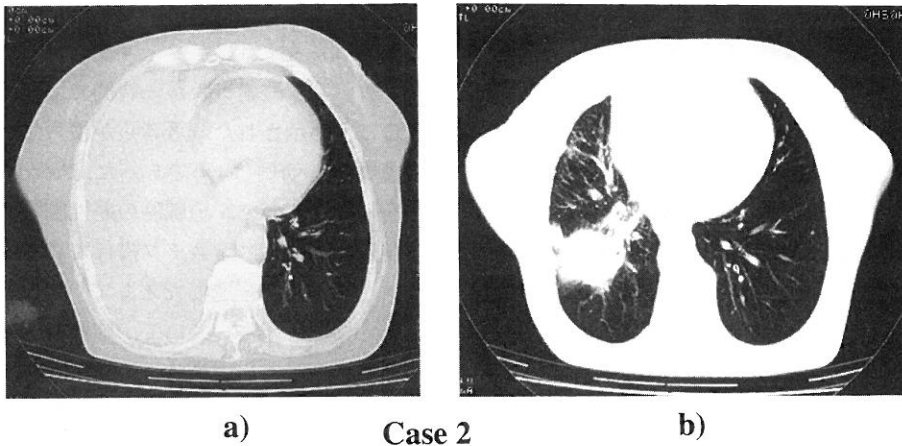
a) Chest CT image in May 2003
